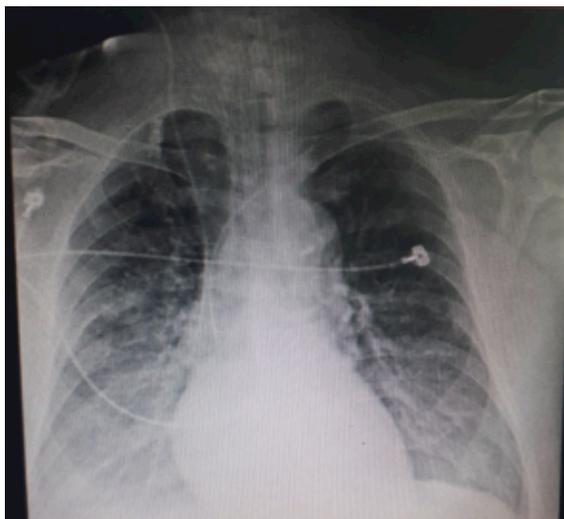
Radiografía de tórax. Se evidencian radioopacidades bilaterales bibasales.
